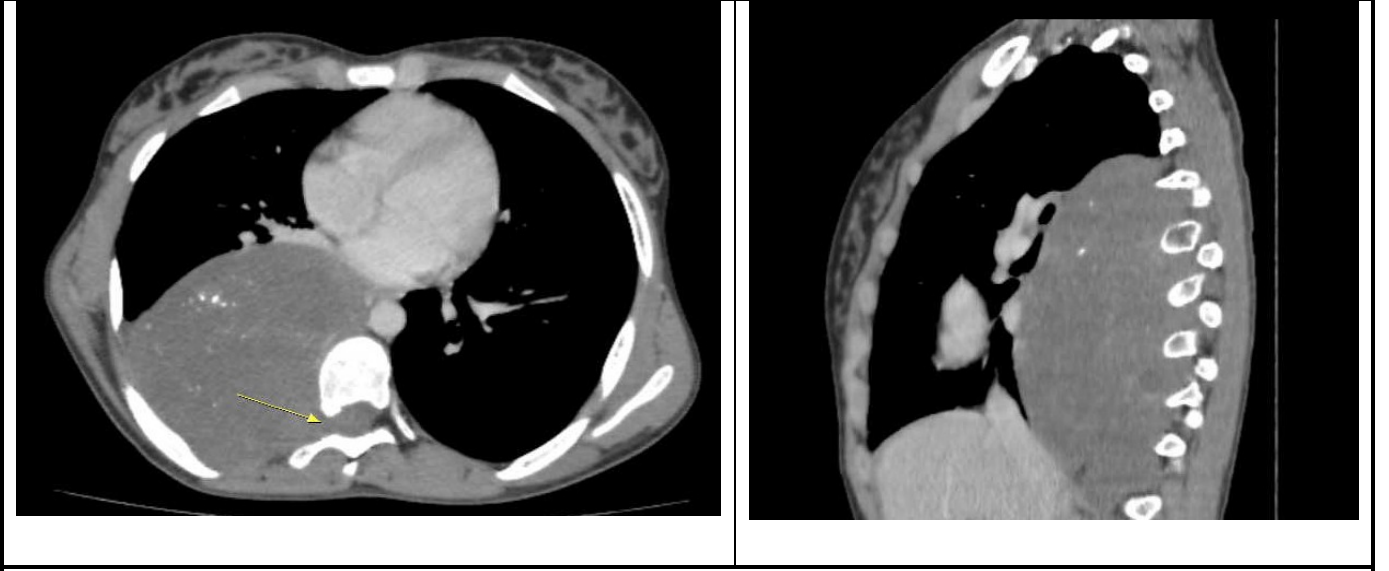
55 yaşında kadın olgu, aksiyal ve sagittal reformat BT kesitlerde, nekroz alanları ve posteriora, periferde milimetrik kalsifikasyon içeren orta mediastende kitle, TB lenfadenit
